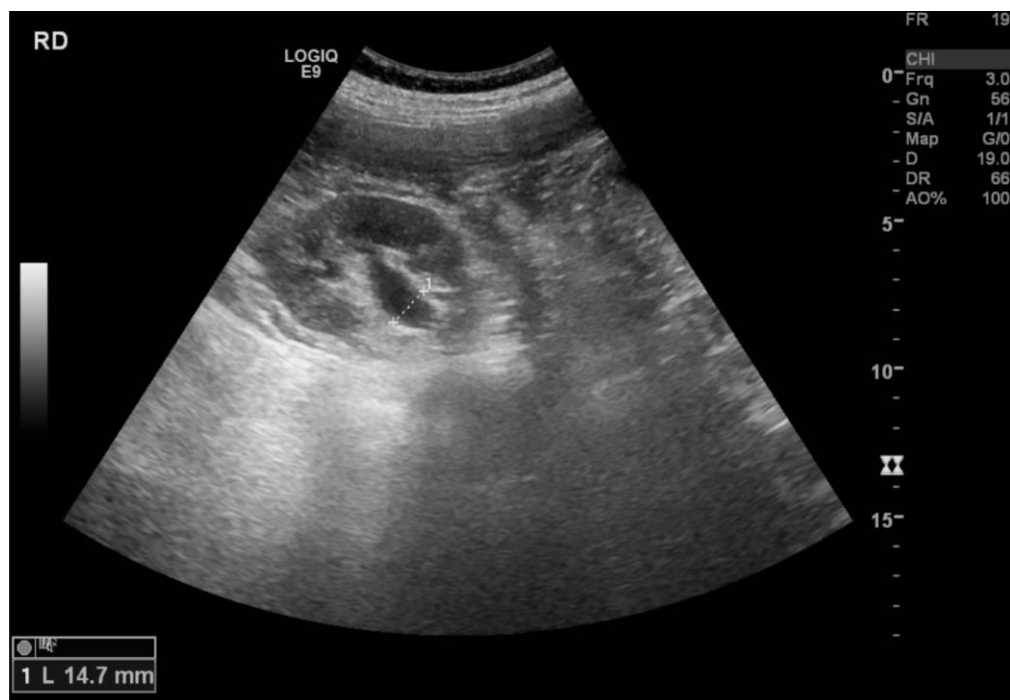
Imagem de ecografia renal de indivíduo com pélvis renal direita dilatada.
